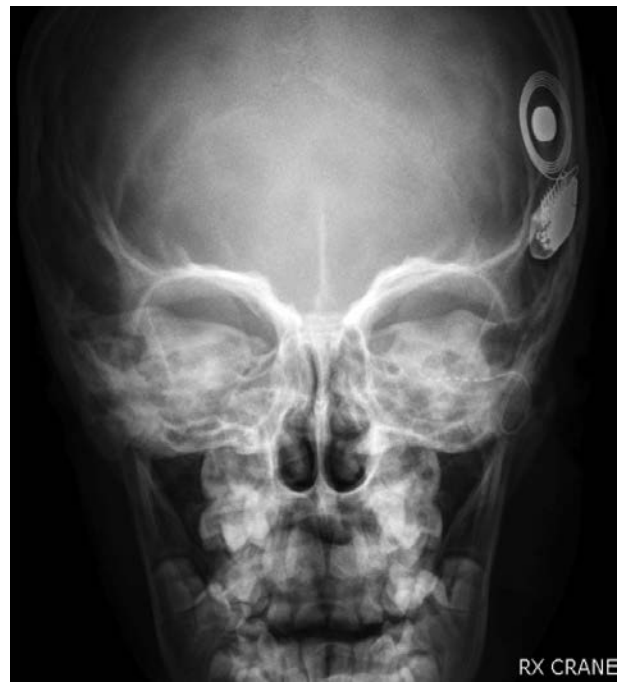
Radiografía donde se observa el implante.
